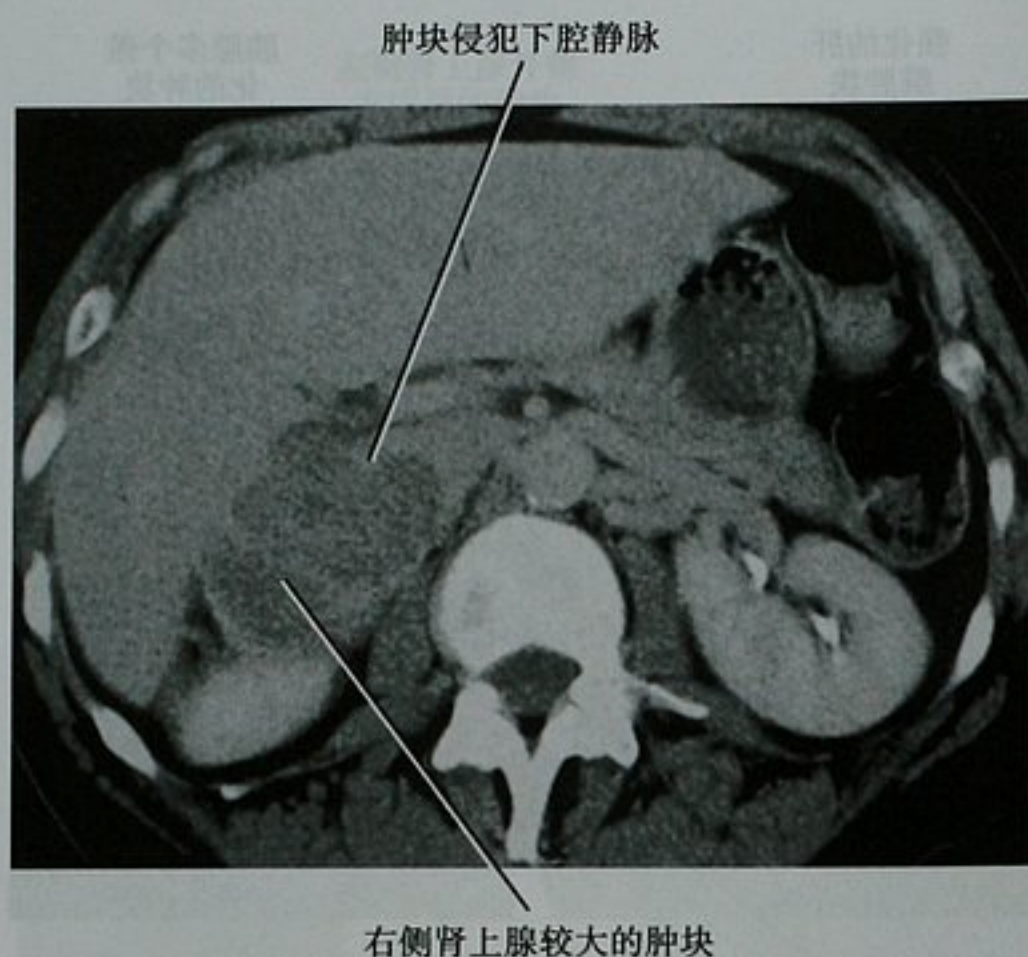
肺癌转移的患者,腹部 CT 轴位图像显示右肾上腺较大的肿块侵犯下腔静脉(IVC)。因为右侧肾上腺静脉较短,所以腔静脉侵犯多发生于右侧
